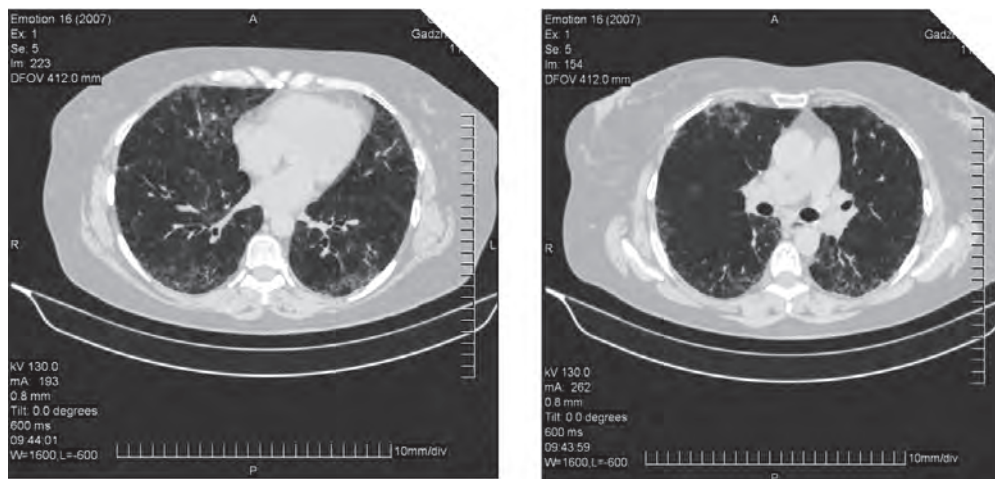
Компьютерная томография пациента с хроническим вариантом экзогенного аллергического альвеолита. Практически всегда выявляются инфильтрация интерстиция, утолщение внутри- и междолькового интерстиция, на фоне которых визуализируются цилиндрические бронхиолоэктазы и проявления сотовой структуры легочной ткани в виде микрокистозных изменений
